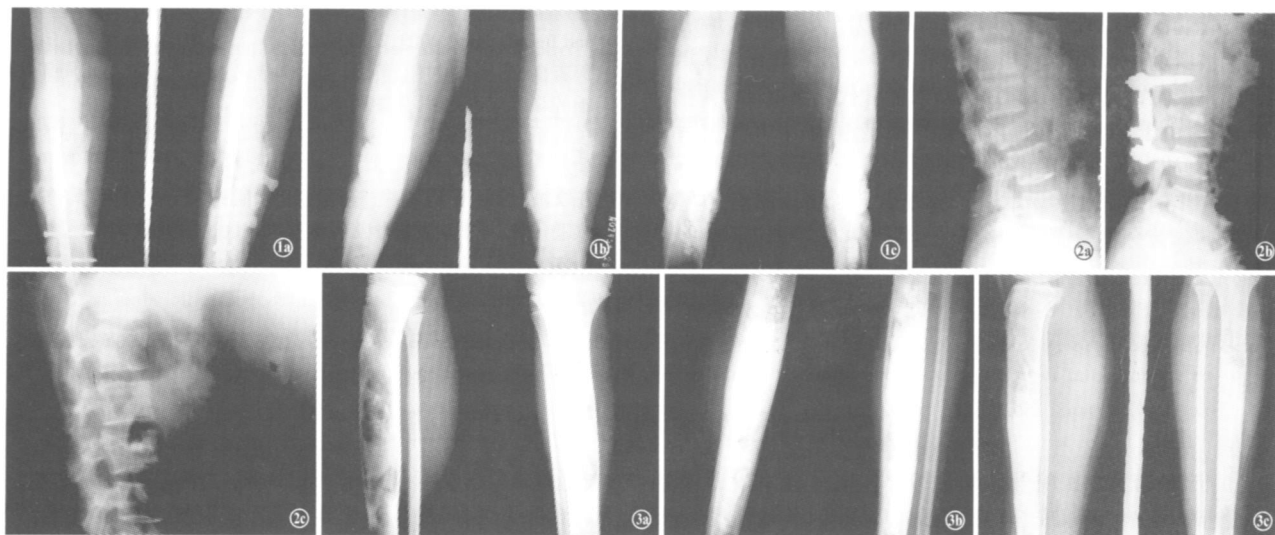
男, 29岁, 因车祸致右股骨骨折, 行内固定后发生慢性骨髓炎 1a 术前 X线片 1b 载药磷酸钙人工骨充填治疗术后 X线片 1c 术后 1年 X线片显示磷酸钙人工骨部分降解成骨 图 2 男, 38岁, 因车祸致 L₃ 压缩性骨折 2a 术前 X线片 2b 椎弓根螺钉内固定加磷酸钙人工骨椎体成形术后 X线片 2c 术后 1.5年 X线片显示磷酸钙人工骨部分降解成骨 图 3 女, 14岁, 胫骨骨纤维异常增殖症 3a 术前 X线片 3b 病灶刮除磷酸钙人工骨充填治疗术后 X线片 3c 术后 4年 X线片显示磷酸钙人工骨未降解成骨
